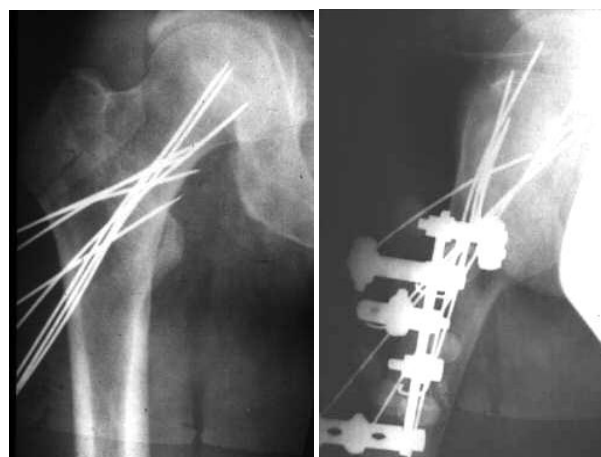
Рентгенограммы больного С., 31 года, через 40 дней после произведенного чрескостного остеосинтеза
